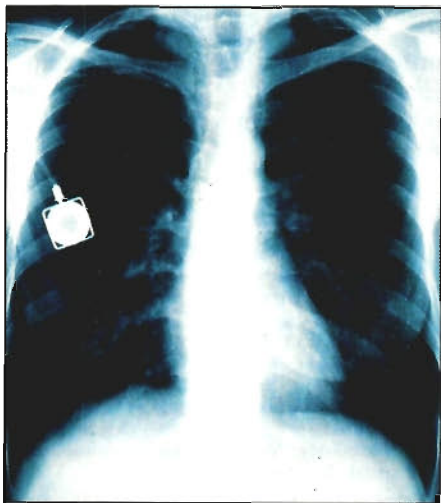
Röntgen-Thorax-Aufnahme (p. a.) bei implantiertem Port-A-Cath®
